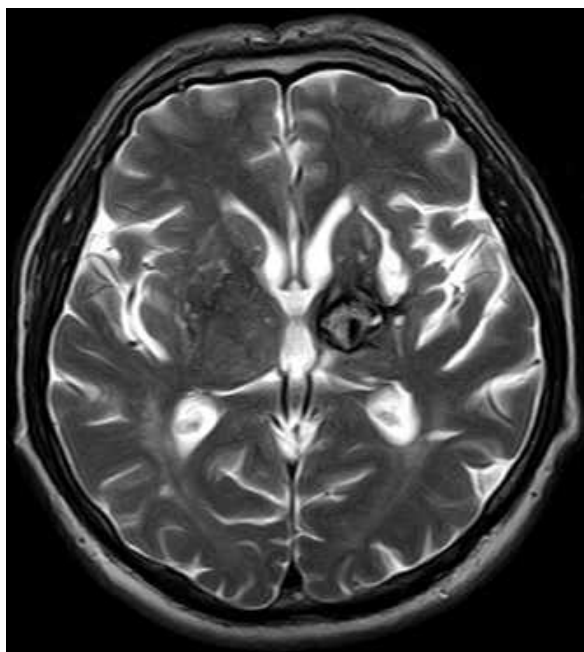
МРТ головного мозку (T2 ЗЗ, аксіальний зріз). Кавернома лівої таламічної ділянки з наслідками крововиливу допереду від неї (спостереження №38, хворий Т-н, історія хвороби №489).
